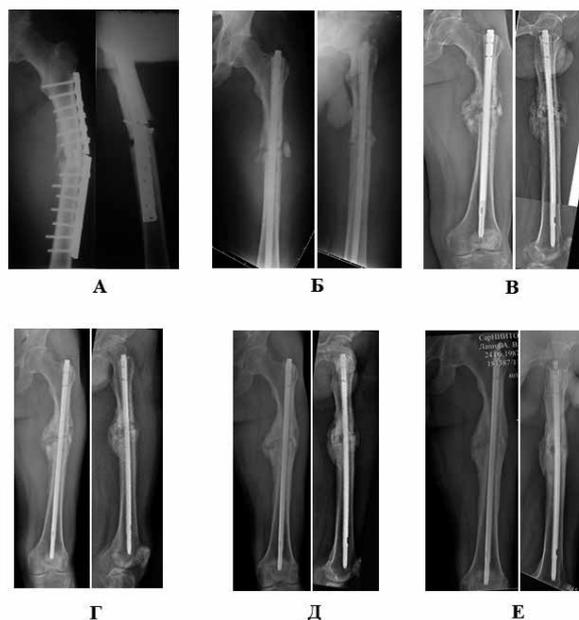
Рентгенограммы пациента Л. на этапах лечения: А) при поступлении; Б) после операции удаления пластины и фиксации стержнем «BNB»; В) спустя 2 месяца после операции; Г) спустя 6 месяцев после операции; Д) спустя 12 месяцев – консолидация перелома; Е) спустя 1 год 2 месяца
